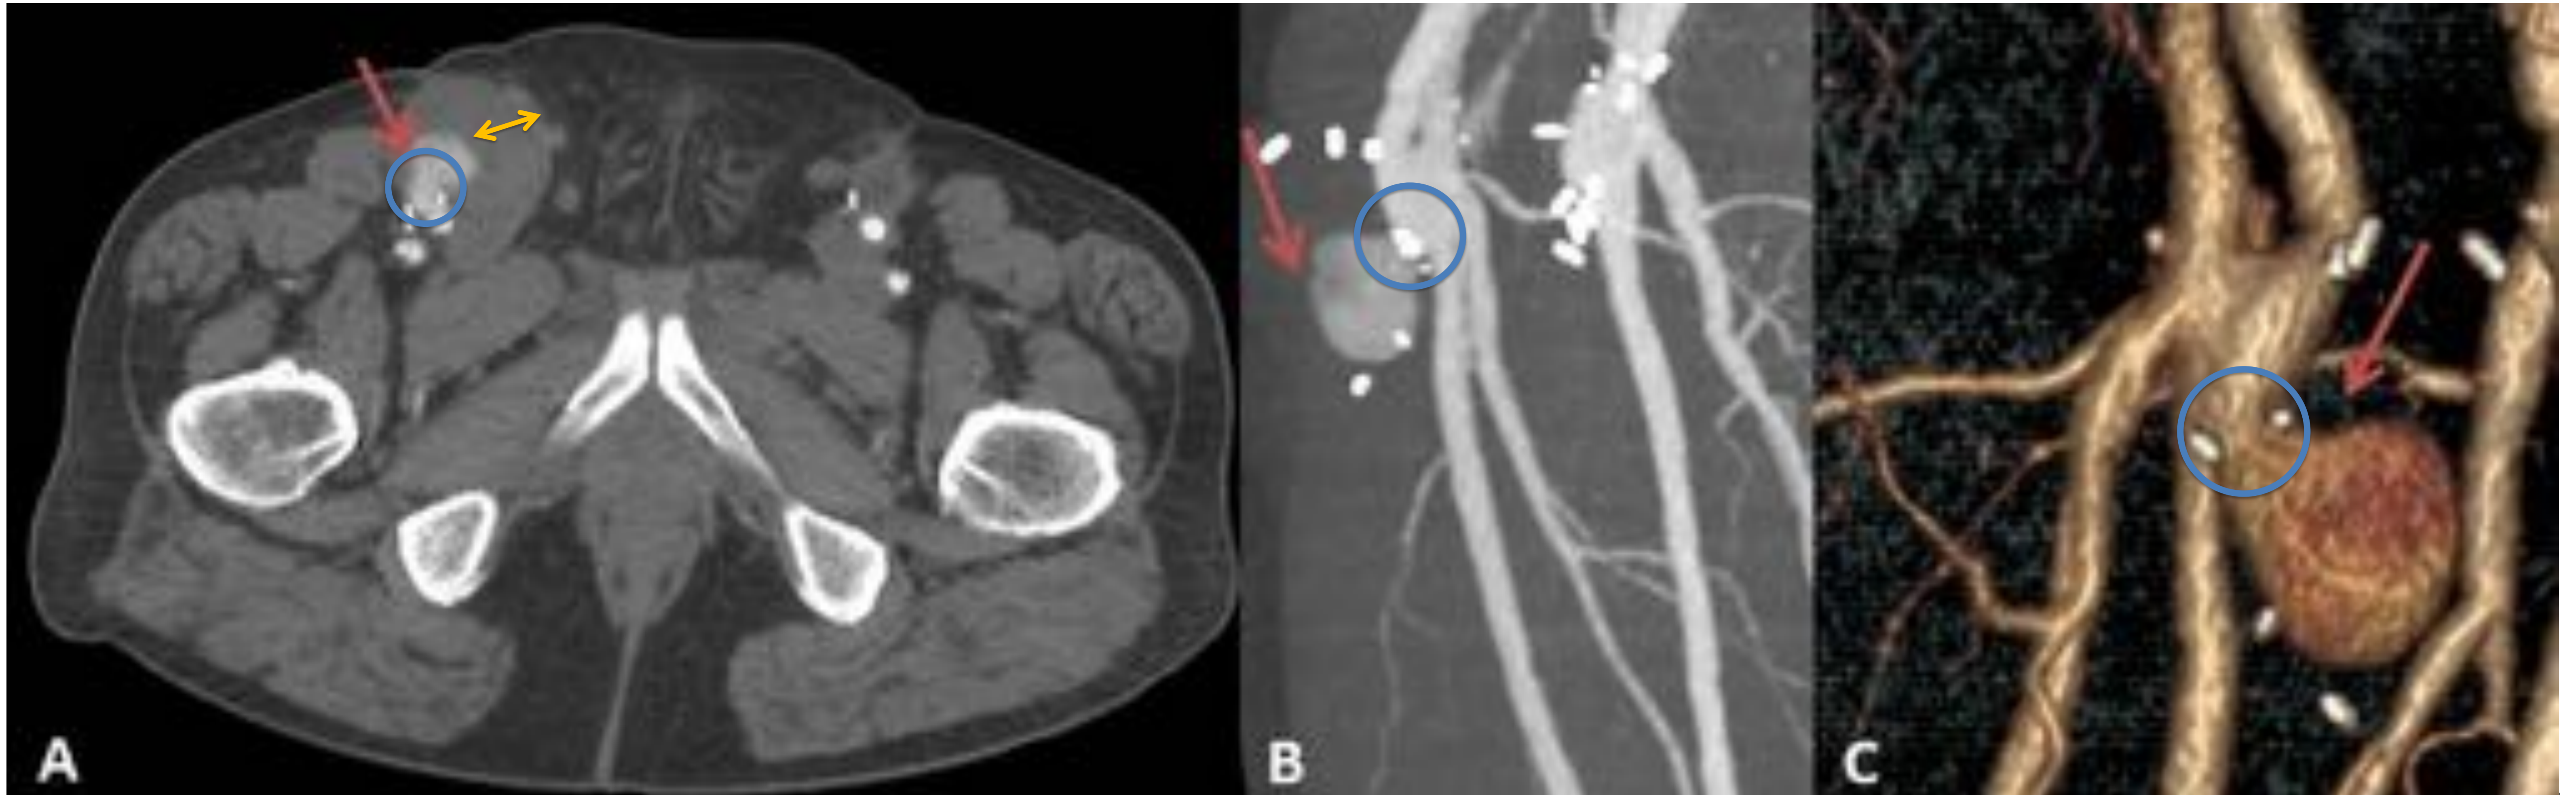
Pseudoaneurisma en arteria femoral derecha (flechas) de cuello ancho (círculo) vistas en TC. (A) Imagen axial. Nótese el trombo en el interior del PSA (flecha de doble punta). (B) Reconstrucción MIP. (C) Volumen Rendering.
